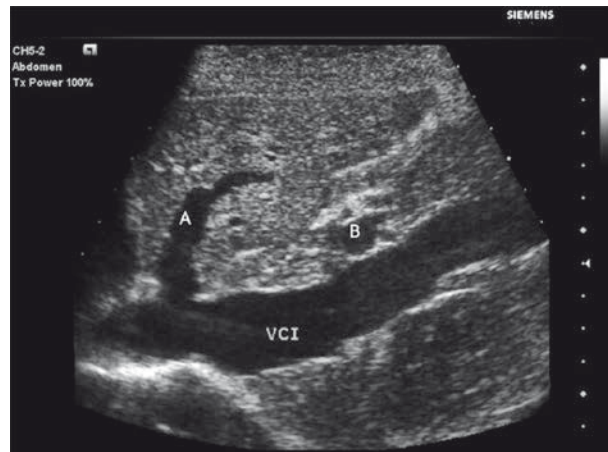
Imagen de ultrasonido de la vena cava inferior longitudinal (VCI). También se visualiza la vena suprahepática (A), así como una vista transversal de una rama de la vena porta (B).
